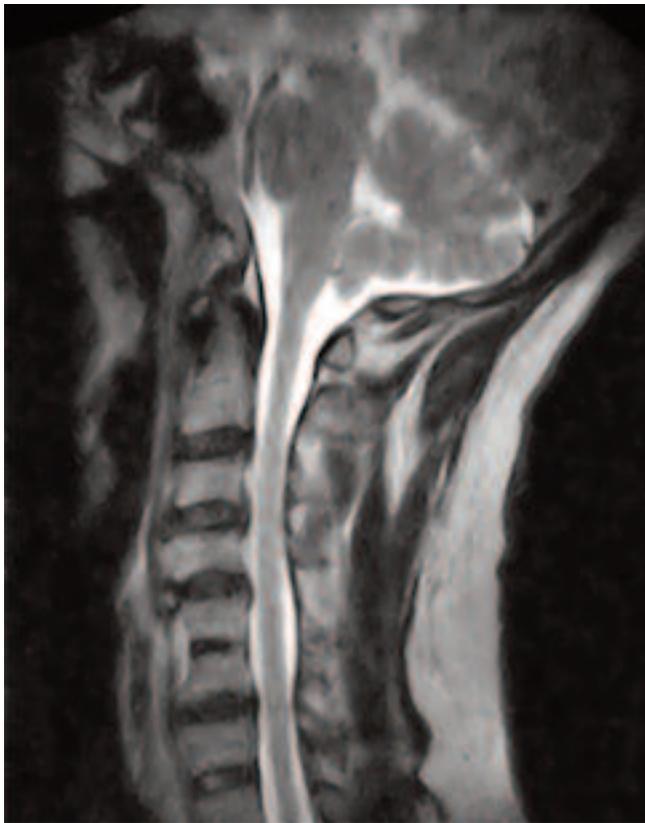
RMN simple de columna cervical, demuestra contigüidad del cuerpo vertebral C5-C6 con fusión parcial y presencia de cambios espondilóticos C3/C4, C4/C5
